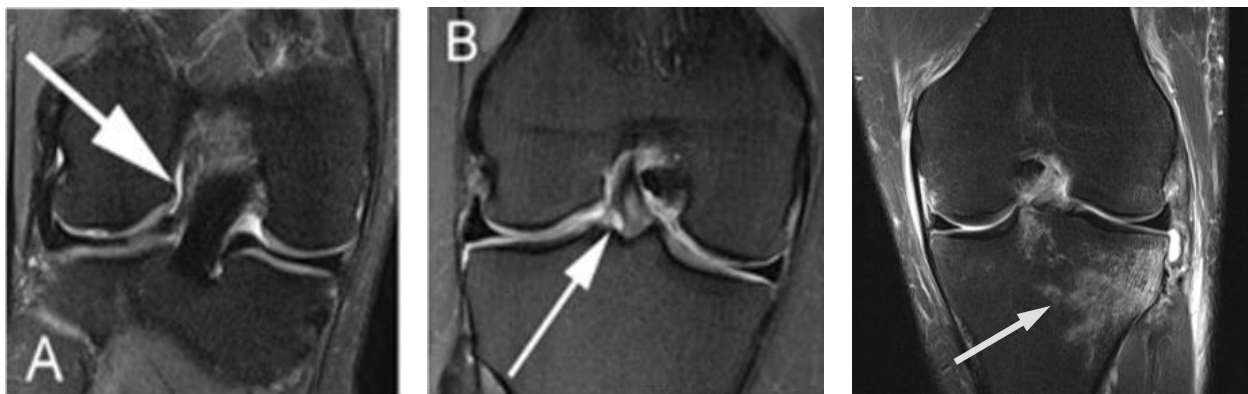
„gap sign“ (links) (46), „footprint sign“ (mittig) (46) und Knochenkontusionen (rechts) in der koronaren MRT
